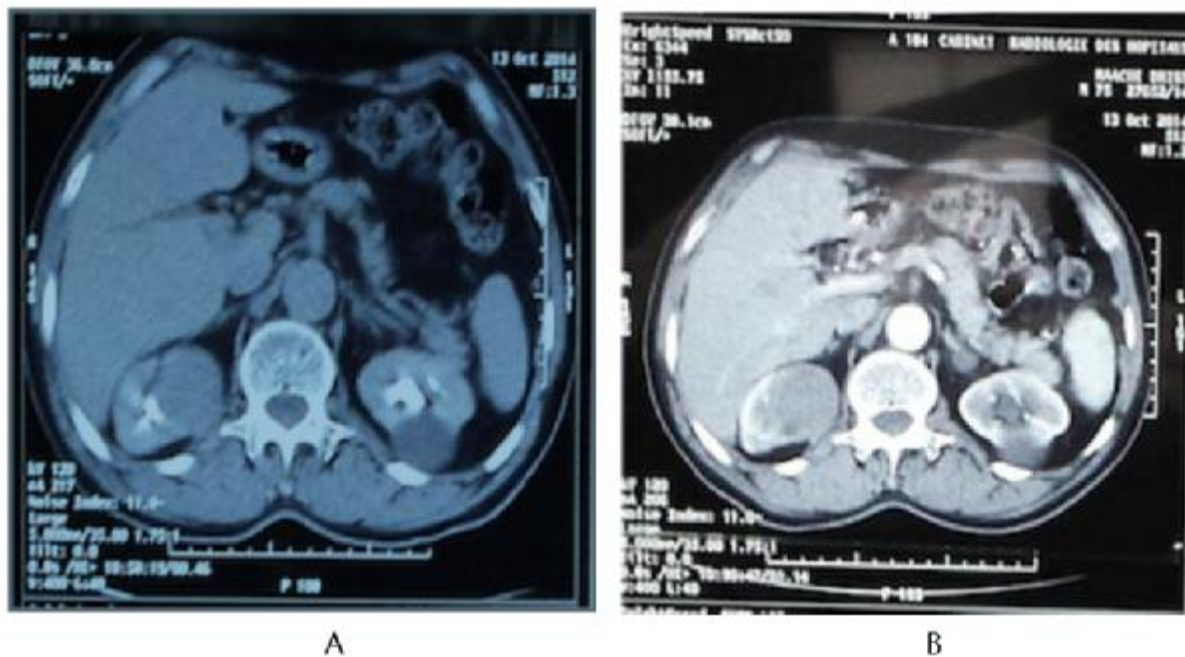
TDM rénale sans injection (A) et avec injection au temps artériel (B):
